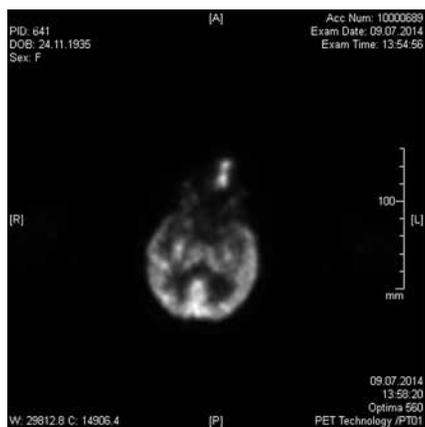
ПЭТ пациентки Д. Срез на уровне орбитальной части зрительного нерва (здесь и далее пояснения к рисункам в тексте)
